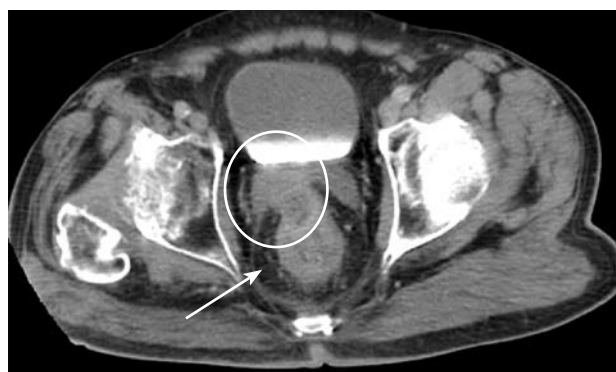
КТ больного М., 74 года. Инвазия опухоли в левые семенные пузырьки (обведено). Симптом отсутствия клетчаточной прослойки между прямой кишкой и семенными пузырьками справа (по сравнению с левой стороной). Симптом тяжести правой параректальной клетчатки (указано стрелкой). Утолщение стенки прямой кишки до 2 см. Стадия T<sub>4</sub>N<sub>0</sub>M<sub>0</sub>
